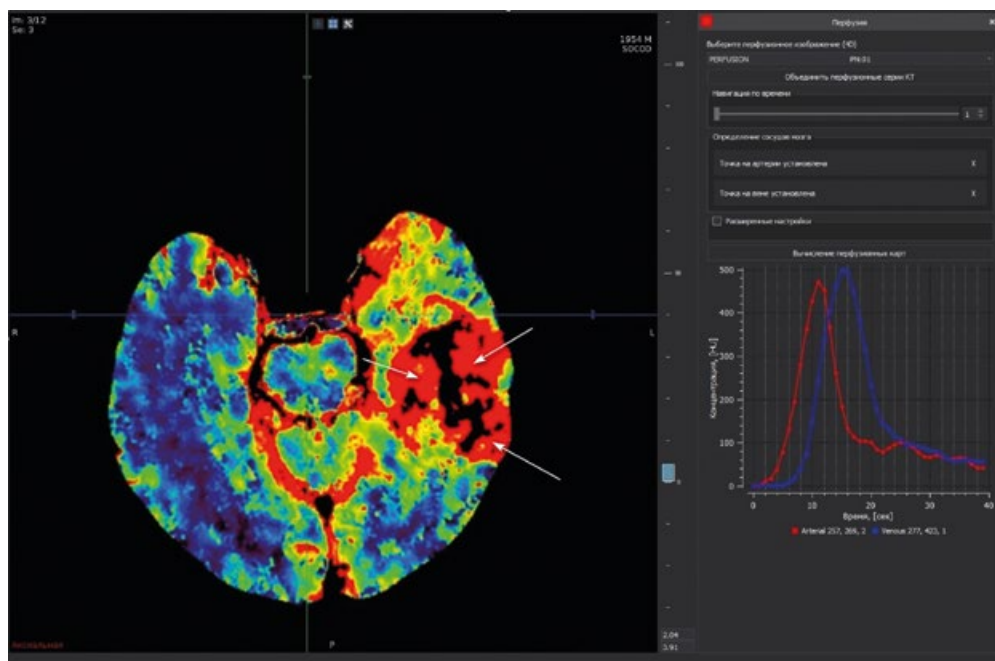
Графический интерфейс разработанной программы оценки КТ-перфузии. Пациент С, 65 лет.
